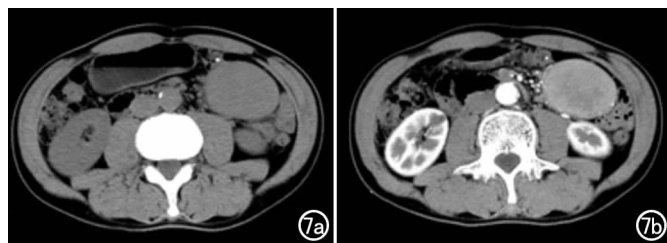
患者,男,54 岁,因腹部肿块就诊,IgG4 相关肠系膜淋巴结病变。a)CT 平扫示左中腹部椭圆形边界清楚的软组织密度肿块,肿块密度均匀;b)增强扫描示肿块轻度不均匀强化。
